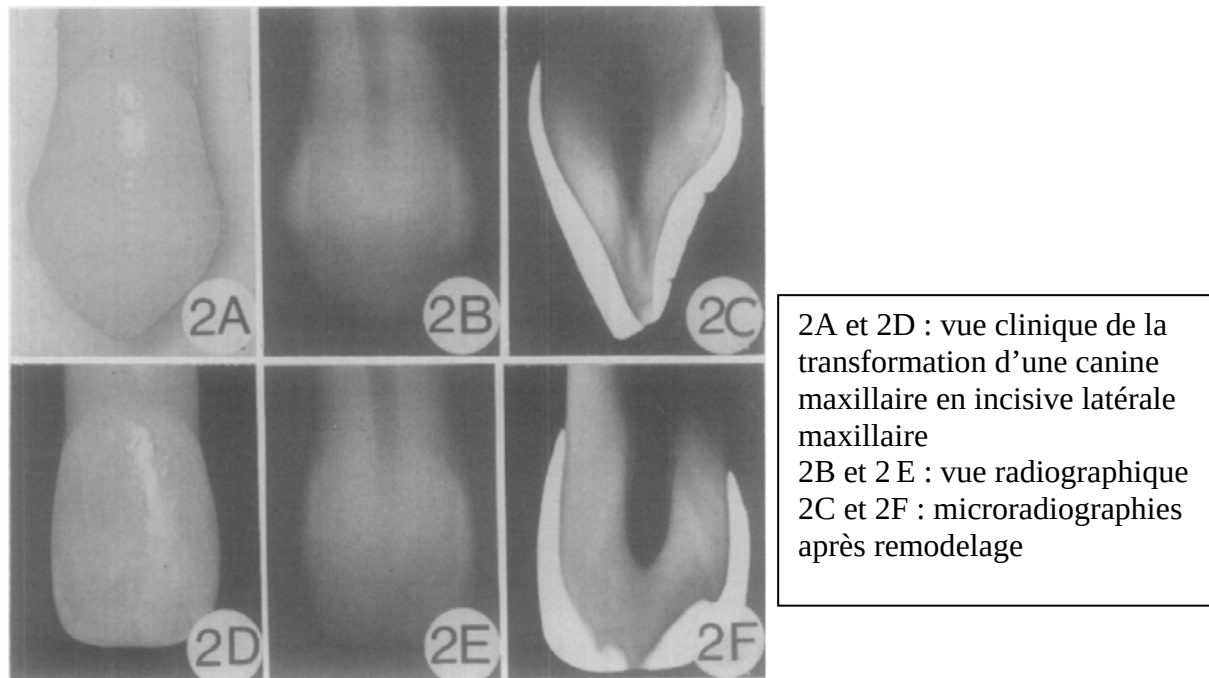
Aspect clinique et radiographique d'une canine maxillaire avant (2A, 2B, 2C) et après (2D, 2E, 2F) remodelage en incisive latérale.(48)
